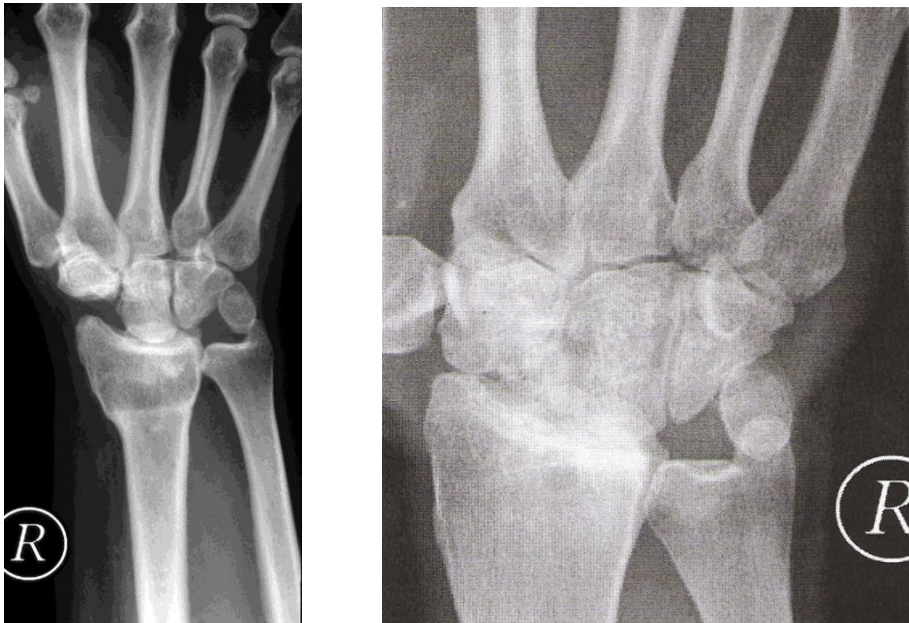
Röntgenkontrolle PRC (rechts: M.G. \*22.04.1971, links: C.F. \*01.04.1971)
